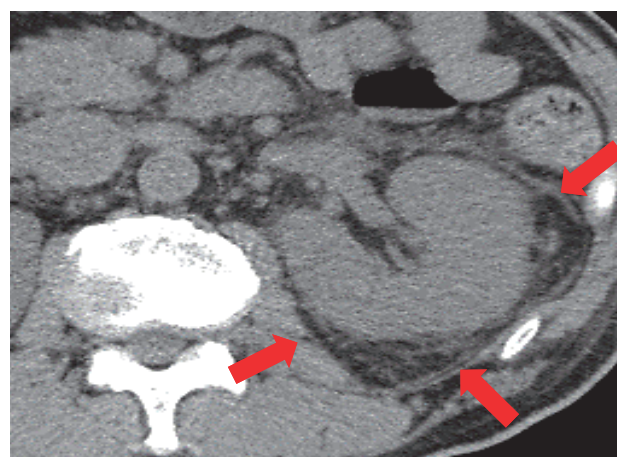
Abdominal CT shows mild enlargement of the kidney
